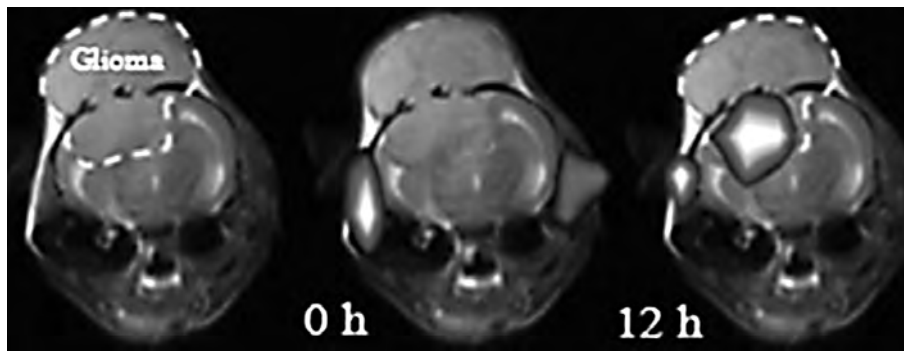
In vivo* МРТ-визуализация опухоли U87 и накопления в ней зонда. Слева –  $^1\text{H}$  МРТ до инъекции; в центре – наложение  $^{19}\text{F}/^1\text{H}$  томограмм сразу после подкожной инъекции зонда в область шеи; справа – наложение  $^{19}\text{F}/^1\text{H}$  томограмм спустя 12 ч. Белым пунктиром обозначены границы опухоли. (Рисунок воспроизведен из работы [6] с разрешения Elsevier).
